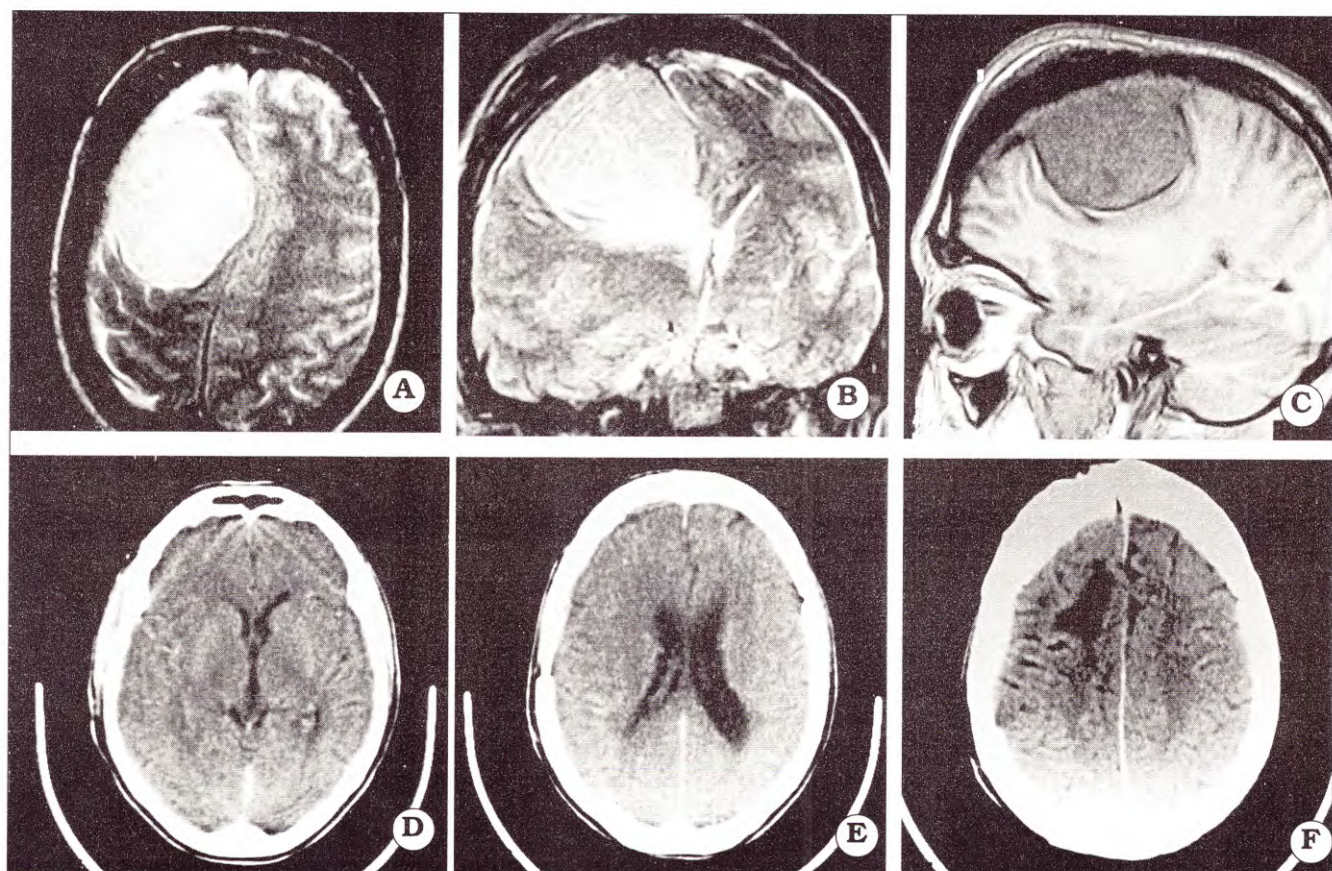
A, B y C. IRM. Se observa meningioma gigante parasagital, con herniación subfalciforme y signos de hiperostosis. D, E y F. TAC postoperatoria sin remanente tumoral. Exéresis total Simpson 2
